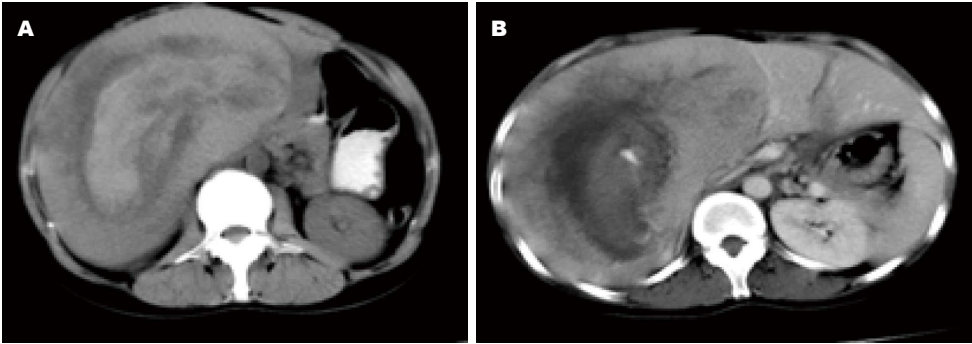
乙型肝炎合并巨大肝脏腺瘤患者CT图. A: 肝脏明显增大, 上下径280 mm, 巨大实质性包块占据肝右叶, 边缘清楚; B: 肿块密度稍高于正常肝组织, 中间可见大片坏死区, 其内高密度者CT值60 HU, 低者呈液样密度. 动脉期病灶实质部分呈明显的均匀性强化, 病灶内血管存在, 病灶和正常肝实质之间可见低密度包膜, 门脉期肿块强化略低于肝实质, 延时扫描肿块强化同正常肝实质.
